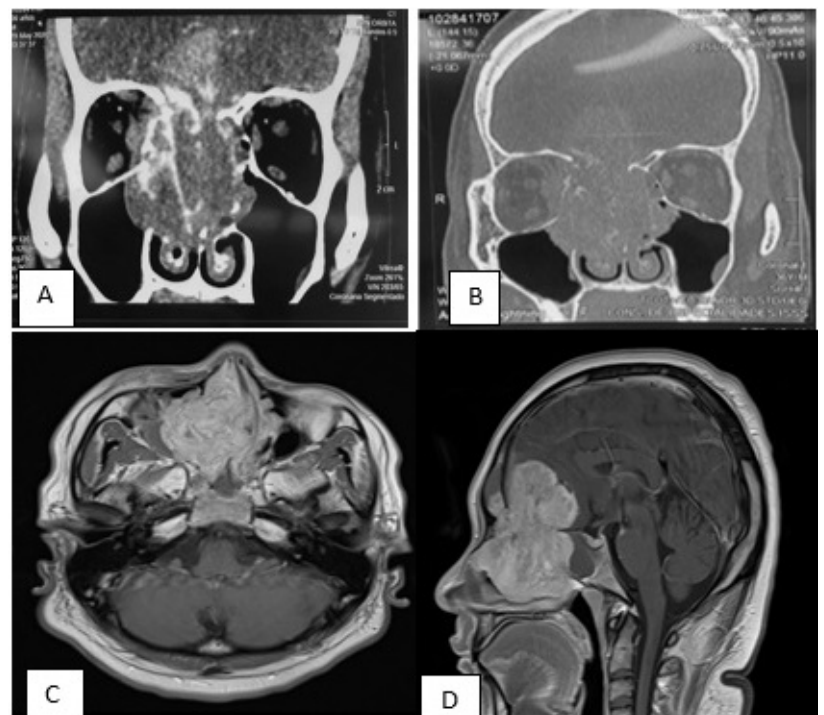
Tomografía de senos paranasales en corte coronal (A) con contraste y (B) sin contraste. Se observó una masa de tejidos blandos con infiltración, destrucción y extensión a ambos senos maxilares, paredes mediales de las órbitas y desplazamiento al músculo recto medial derecho lateralmente. Resonancia magnética cerebral (C) T1 corte axial y (D) corte sagital con contraste ferromagnético (gadolinio), que mostró un realce ávido de la lesión, de características infiltrantes a lámina cribiforme y hueso frontal con extensión a región intraconal derecha. No tenía extensión local a ganglios cervicales o torácicos (dato no evaluable en cortes presentados).
